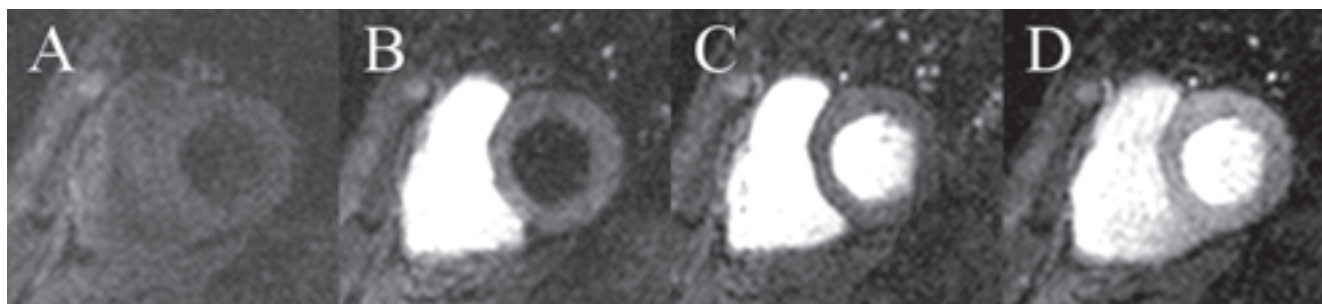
Estudo de perfusão por ressonância magnética em indivíduo normal. Imagens obtidas no eixo curto do ventrículo esquerdo. No início, o coração aparece escuro (A); o contraste, diversos batimentos cardíacos após sua injeção endovenosa, chega em sequência à cavidade ventricular direita (B), à cavidade ventricular esquerda (C) e ao miocárdio (D), causando realce homogêneo do miocárdio, que se apresenta adequadamente perfundido.
